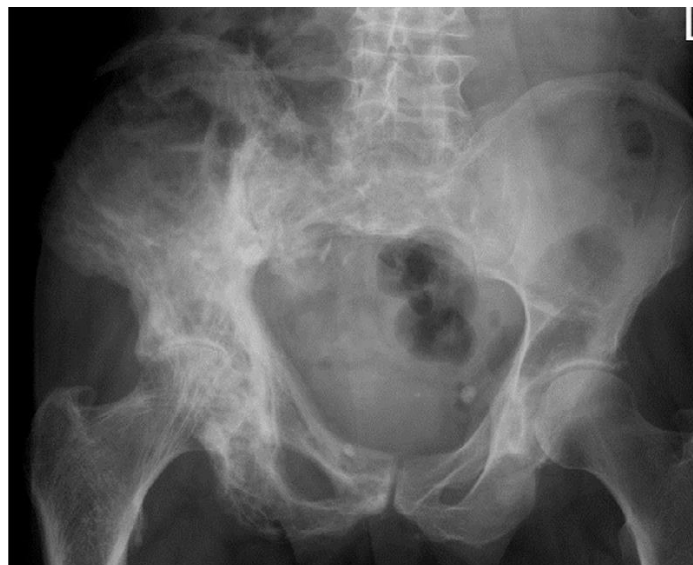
Radiographie de la ceinture pelvienne d'un individu atteint de la maladie de Paget. La tête du fémur droit ainsi que la partie droite du pelvis présentent des lésions dues à la maladie de Paget, causant également une arthrose secondaire de l'articulation de la hanche(49)
